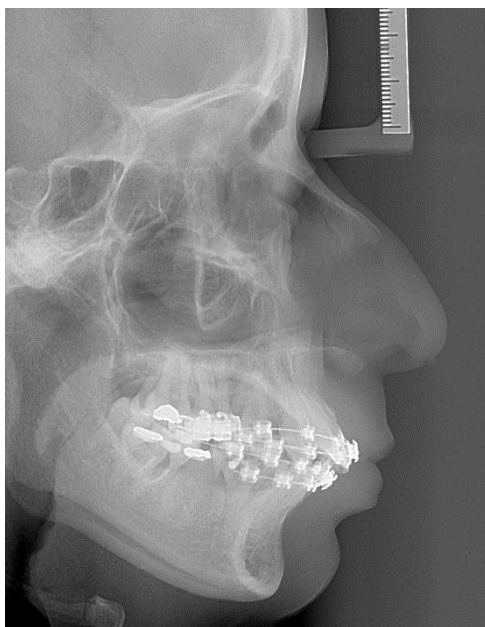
Radiografías finales
